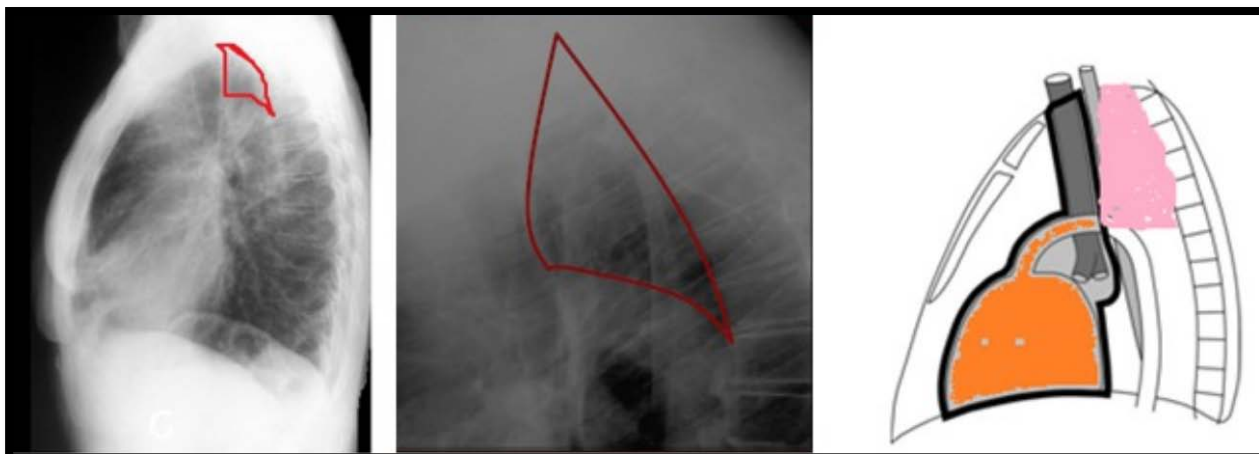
Radiographies thoraciques de profil montrant le triangle de Raider(76)
